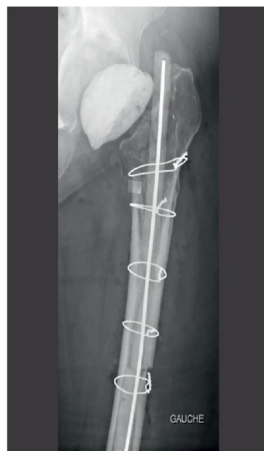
Radiographie de hanche de face avec espaceur non-articulé
